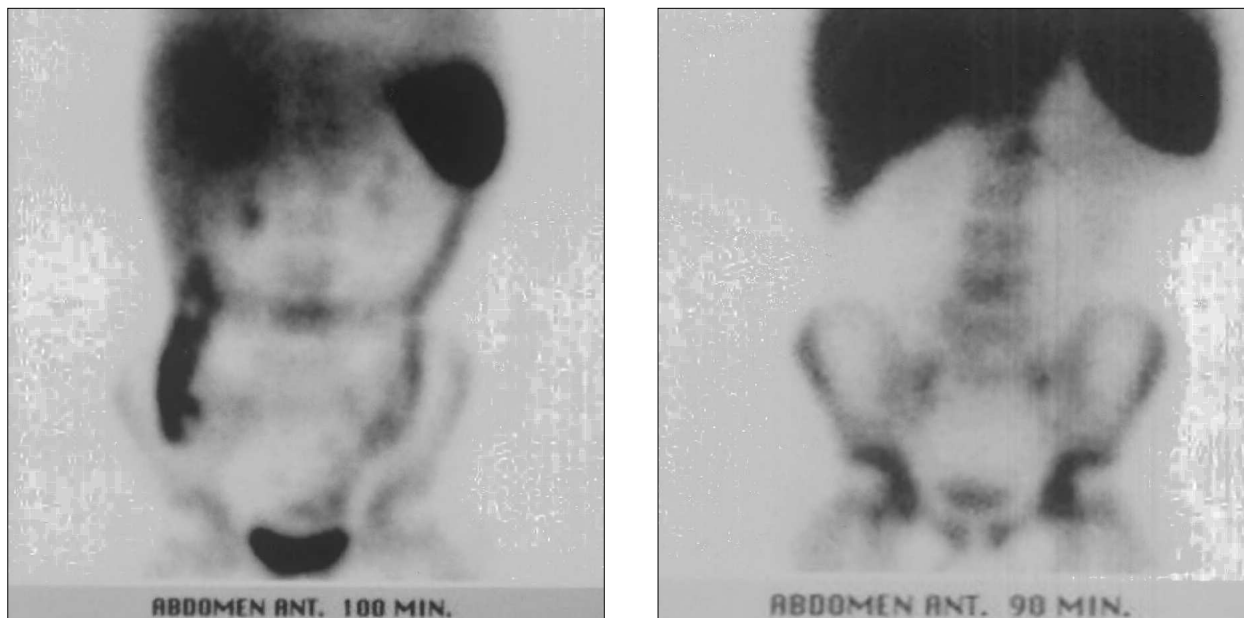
Niña de 10 años con importantes síntomas de enfermedad inflamatoria intestinal y estudio analítico gravemente alterado. Colonoscopia y biopsia compatibles con enfermedad de Crohn. Ecografía normal. La gammagrafía con leucocitos marcados en el momento del diagnóstico (izquierda) muestra inflamación pancolónica de carácter moderado, con mayor afectación en ciego y colon ascendente. Tras el tratamiento (derecha) se normaliza la gammagrafía con leucocitos marcados lo cual es indicativo de buena respuesta con ausencia de actividad inflamatoria.
